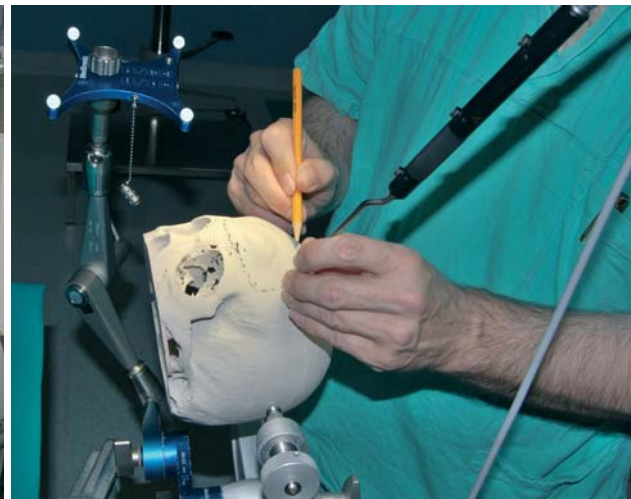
Nei casi di demolizione-ricostruzione cranica (soprattutto se tumorale), il poter progettare la caniolacunia usando direttamente il modello 3D in resina del cranio ha indubbi vantaggi: permette l'uso del neuronavigatore (con implementazione simultanea delle immagini TC e RM dell'encefalo) e consente di considerare il posizionamento più consona nella testiera a tre punte della testa del paziente.
